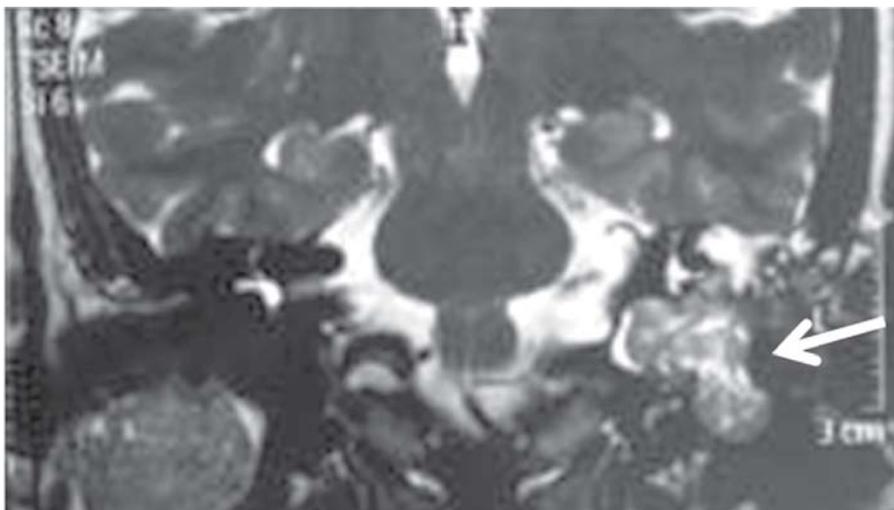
Corte coronal de um exame por ressonância magnética de uma mulher que apresentou paralisia facial periférica associada com dor retroauricular com recuperação espontânea. Seta mostra presença de neoplasia no osso temporal esquerdo
